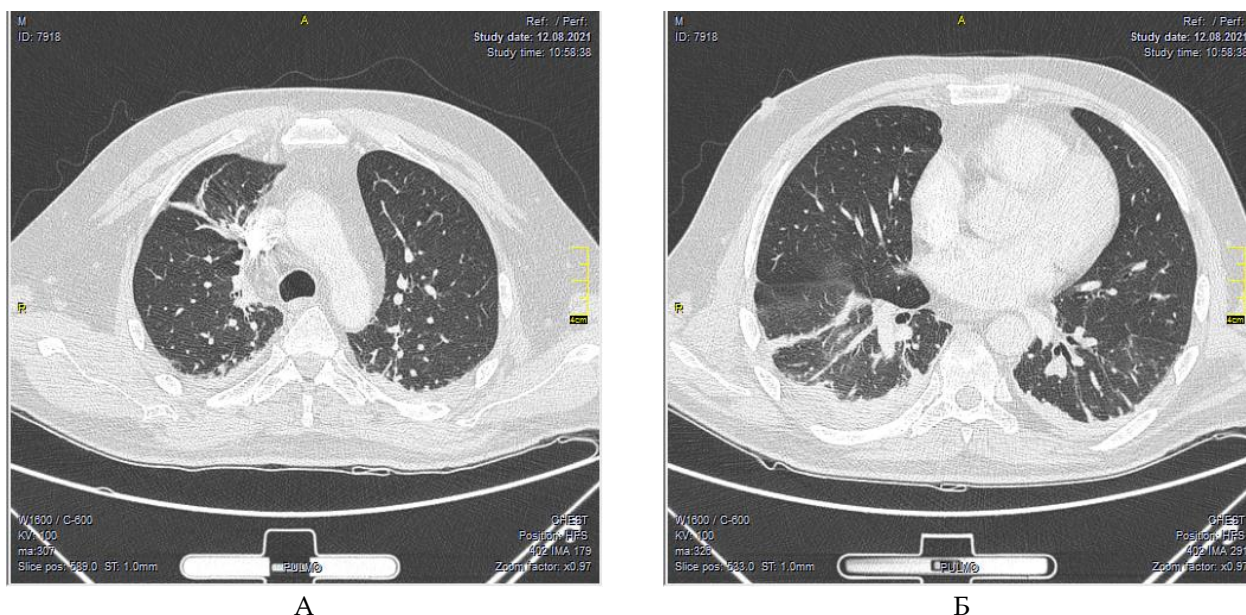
КТ легень пацієнта. А) у верхній частці правої легені візуалізується фіброателектаз; Б) у базальних відділах обох легень ділянки консолідації, субсегментарні ателектази, слідова кількість вільної рідини у правому плевральному синусі
